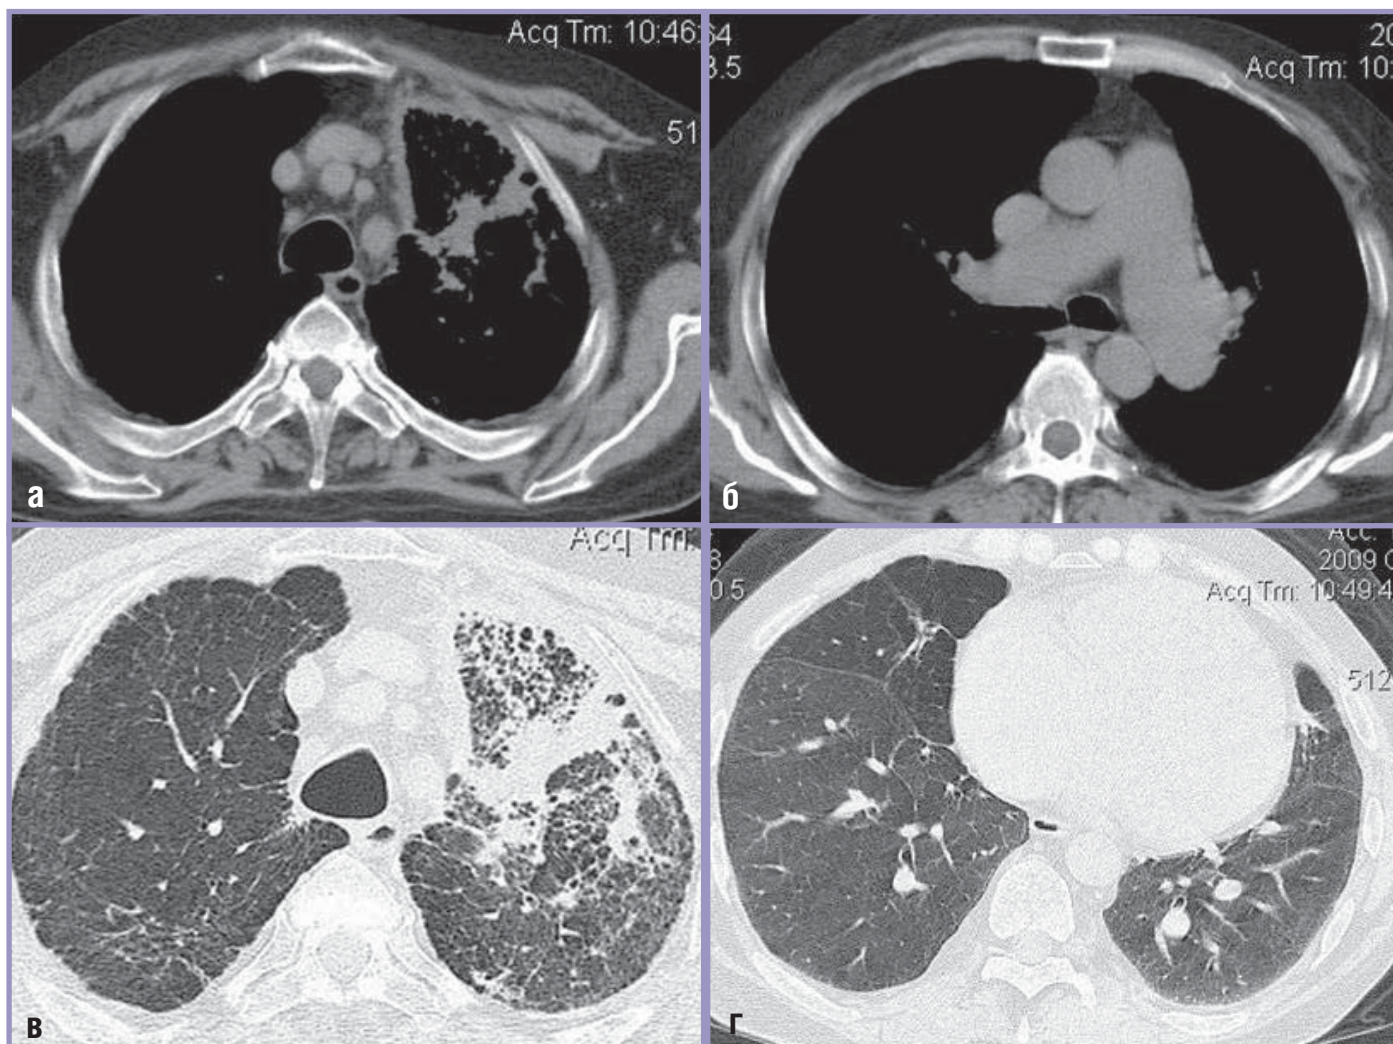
Больной П., 60 лет, саркоидоз III стадии, инфаркт легкого; а, б – на КТ в мягкотканном электронном окне определяется характерное для саркоидоза III стадии незначительное увеличение лимфатических узлов паратрахеальных групп; выявляются расширение ствола (32 мм) и ветвей ЛА, неправильной треугольной формы участок инфильтрации легочной ткани в $S_{1,2}$ верхней доле правого легкого, широким основанием обращенный к плевре; в центре его – зона «просветления»; в, г – на КТ, выполненной в условиях ВР, в легочном электронном окне определяются типичные для саркоидоза III стадии фиброзные изменения тяжистого характера в верхнезаднеприкорневых отделах легких, зона инфильтрации неоднородного характера в $S_{1,2}$ верхней доле правого легкого (развитие инфаркта легкого на фоне фиброзных изменений) и «мозаичность» легочного рисунка в нижних отделах с обеих сторон – проявления нарушения перфузии
